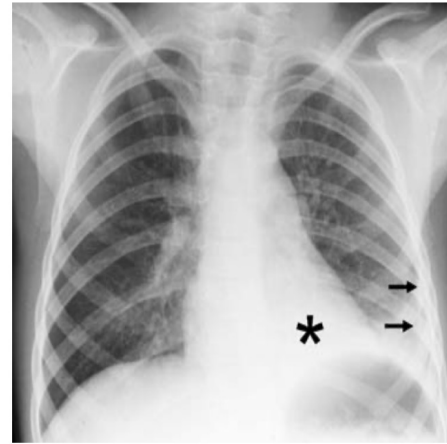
Small PPE. Chest radiograph in a 4-year-old girl with fever, cough and left basal signs. There is left lower lobe consolidation (*asterisk*). A small lamella of fluid can be seen tracking up the left lateral chest wall from the blunted costophrenic angle (*arrows*)
